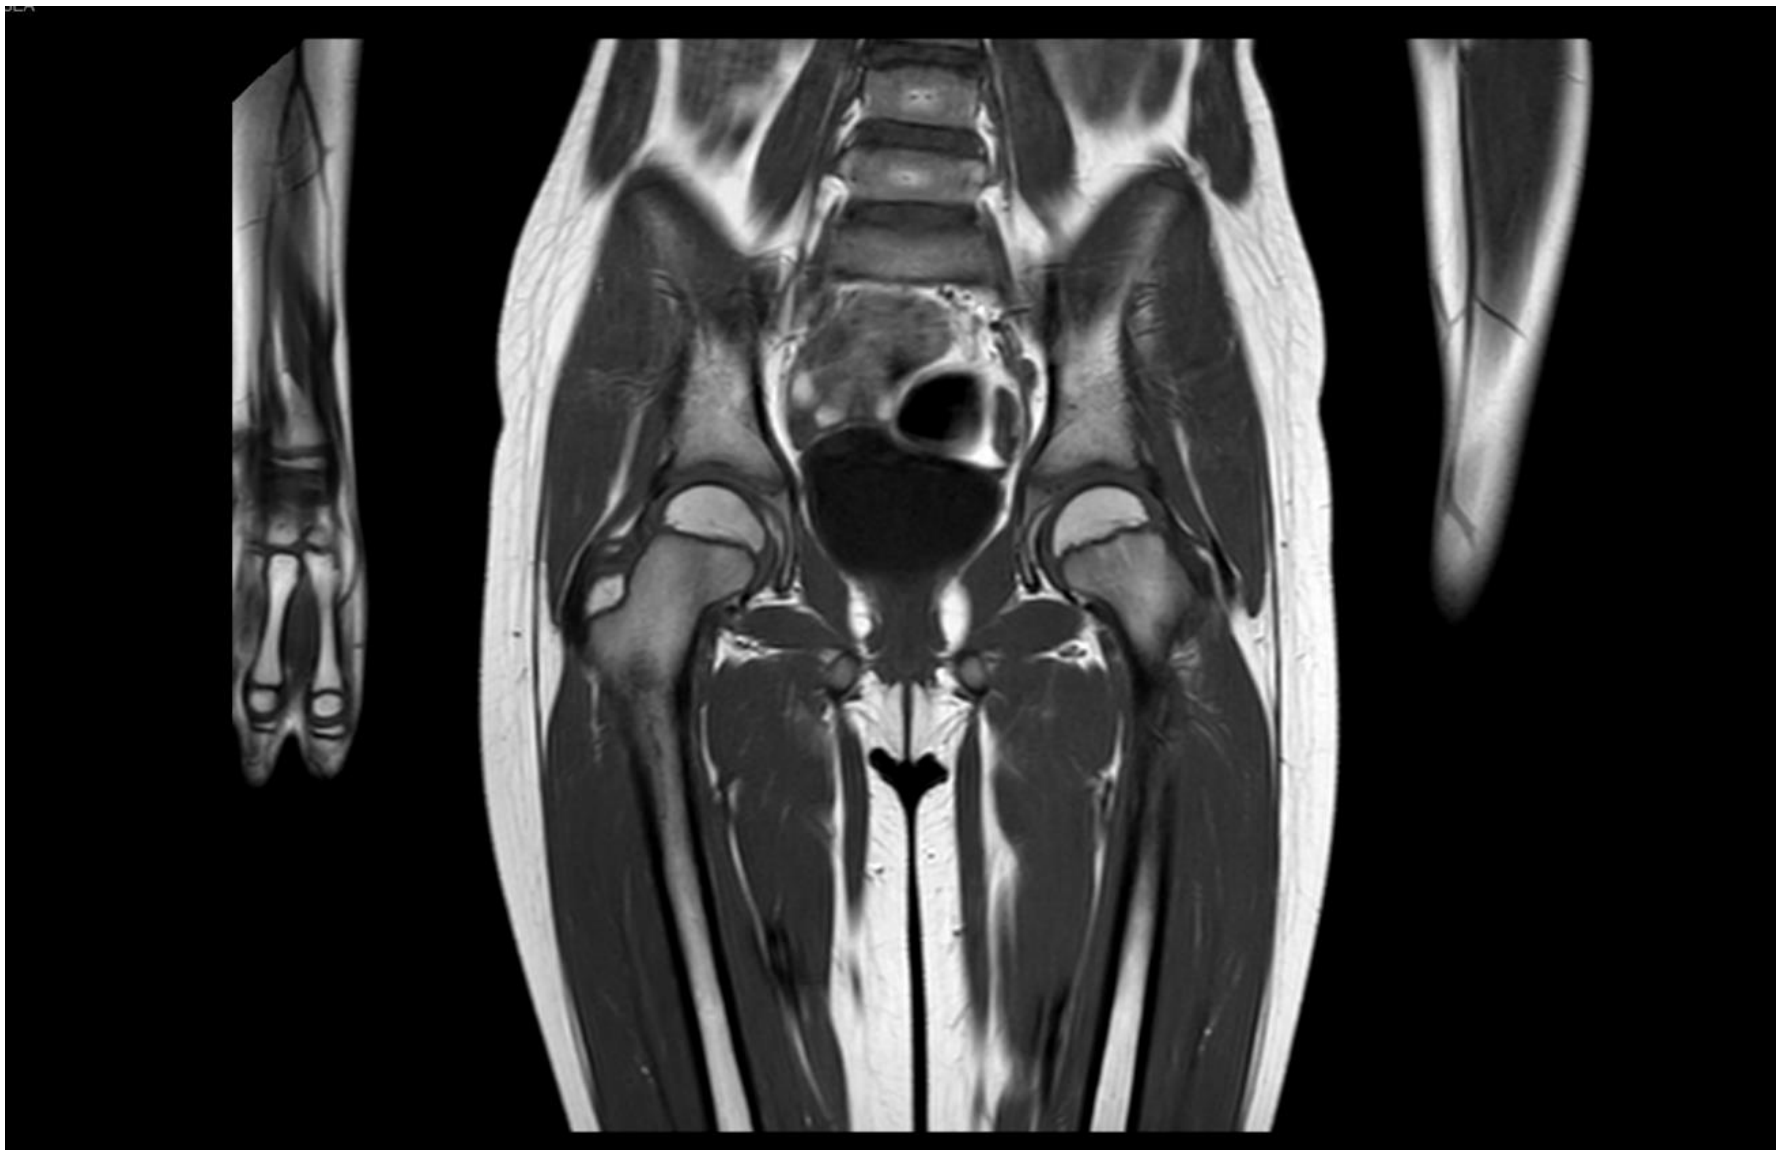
Corte de RMN coronal, secuencia T1. Ausencia de lesiones de partes blandas.
